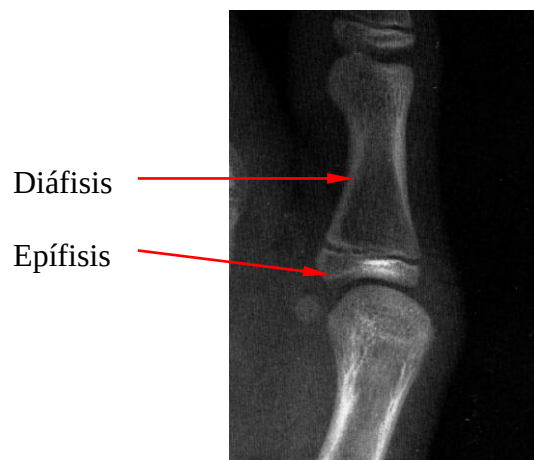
Radiografía del primer dígito (dedo pulgar).Tomada de Björk, 1972.
